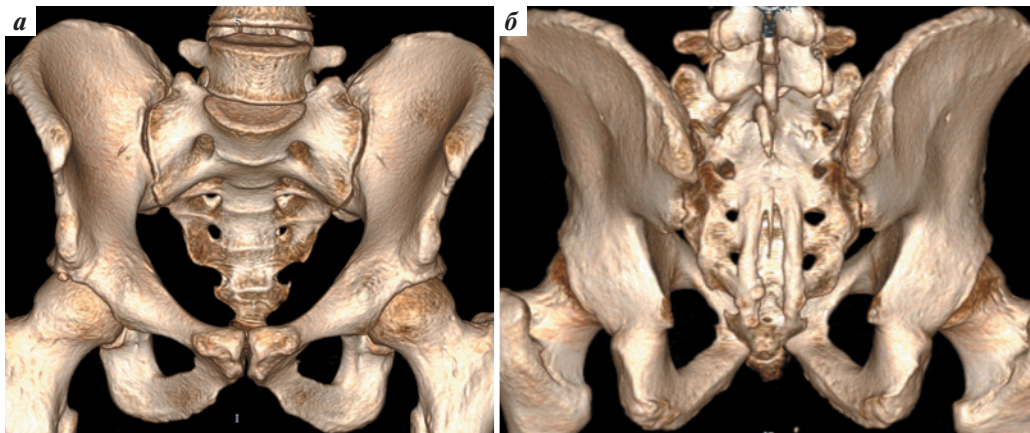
Результаты обследования пациента А., 37 лет, с жалобами на эректильную дисфункцию, преждевременную эякуляцию и боли в промежности и мошонке, больше слева, вследствие варикозной болезни таза, обусловленной сочетанием синдрома орехокола и синдрома Мея–Тернера. Динамическая мультиспиральная компьютерная фармакокавернозография с 3D-реконструкцией от 27.01.2022 (нативная фаза). Вариантная анатомия (асимметрия диаметров) передних (а) и задних (б) крестцовых отверстий. По данным магнитно-резонансной томографии от 15.03.2022, диаметр вен простатического сплетения слева был 7,43 мм, а справа – 10 мм. Синдром венозной компрессионной невропатии, сакральная форма
